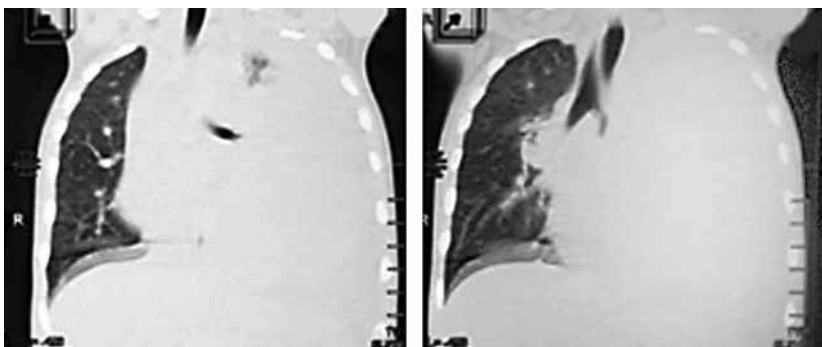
CT, pacienta U. Organele mediastinale deplasate spre dreapta.
